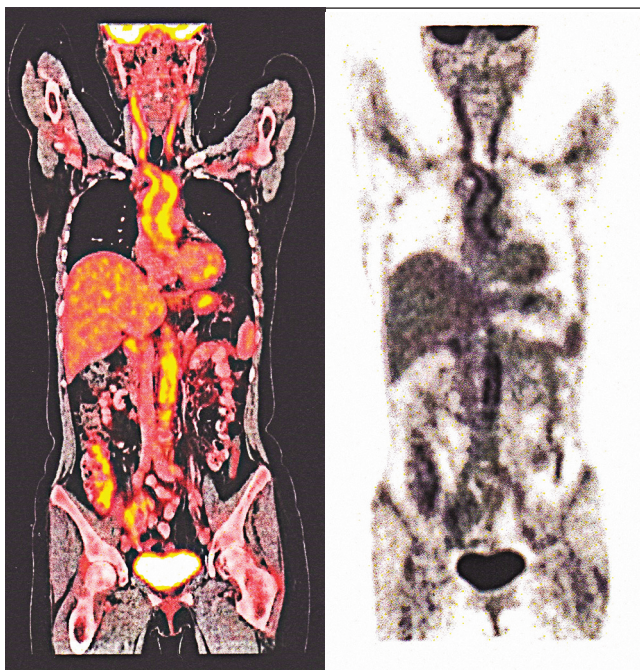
Зображення дослідження цілого тіла 18F-ФДГ-ПЕТ-КТ у жінки демонструє інтенсивне лінійне поглинання радіофармпрепарату в дузі аорти, низхідній (грудний і черевний відділи) аорті, загальних сонних артеріях (інтенсивне жовте світіння на кольоровому зображенні та інтенсивне черне — на чорно-білому)
